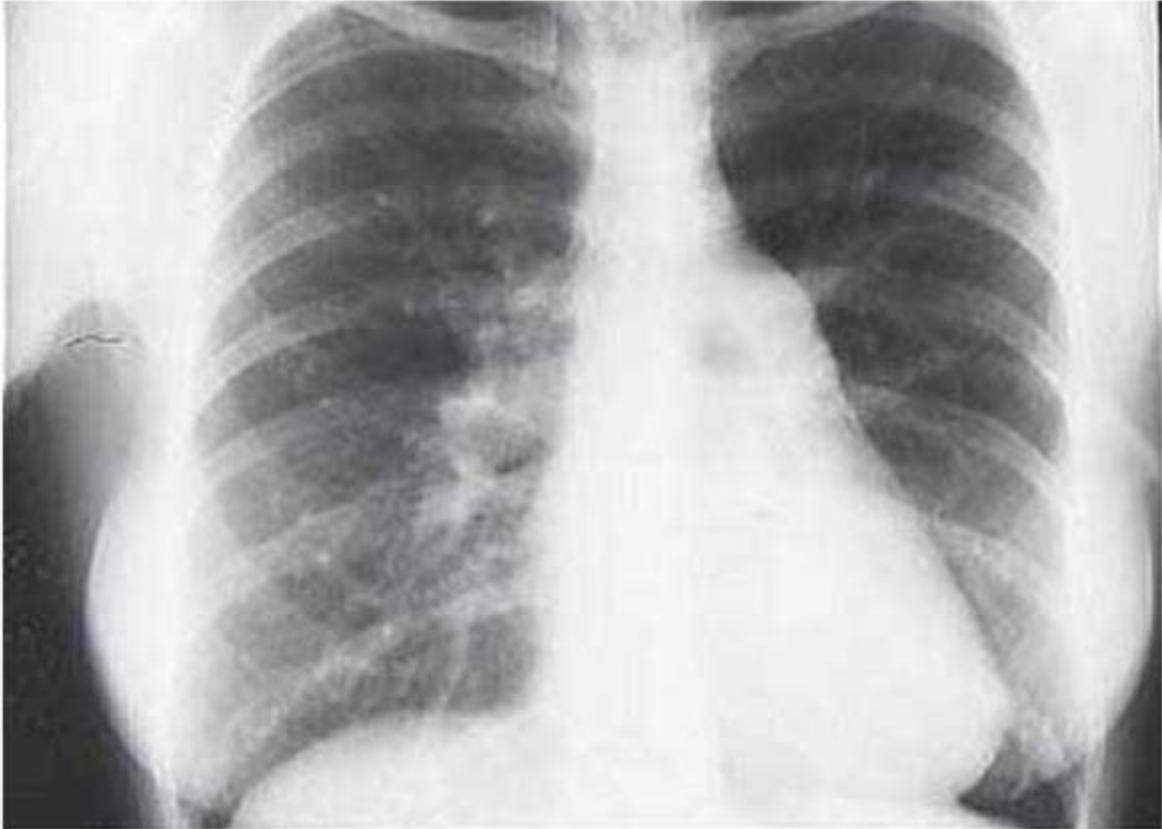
Radiographie pulmonaire de face, les poumons sont hyper vasculaires la pointe surélevée par l'HVD, l'arc moyen gauche convexe, le cœur peu augmenté de volume. [2, 6].*
